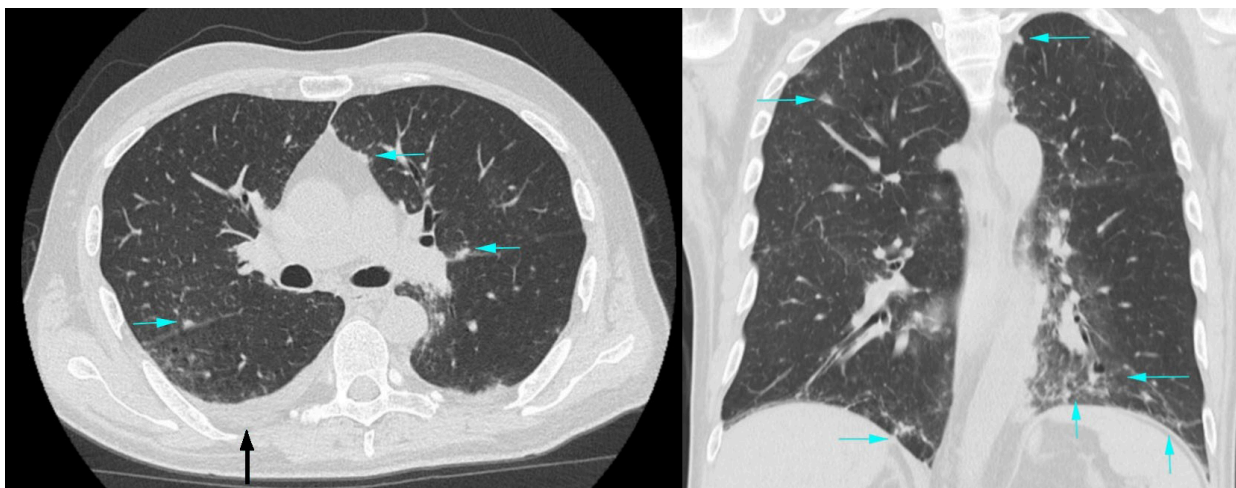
КТ-сканы легочной ткани в аксиальной (А) и фронтальной (Б) проекциях — отрицательная динамика после лечения ко-тримоксазолом, микафунгином. В обоих легких отмечается появление новых очагов, увеличение размеров ранее существовавших, увеличение выраженности и распространенности альвеоларно-интерстициальных изменений (голубые стрелки), появление жидкости в правой плевральной полости (черная стрелка)
